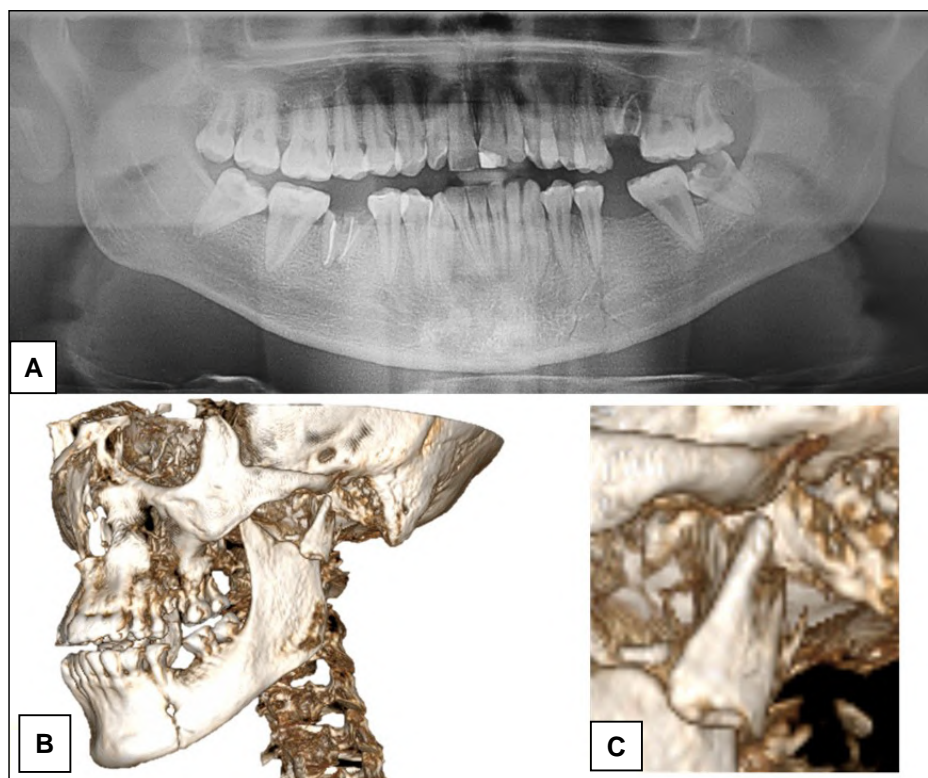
A: Rx panorámica prequirúrgica. B: TC inicial. C: Fractura de base de cóndilo izquierdo.
